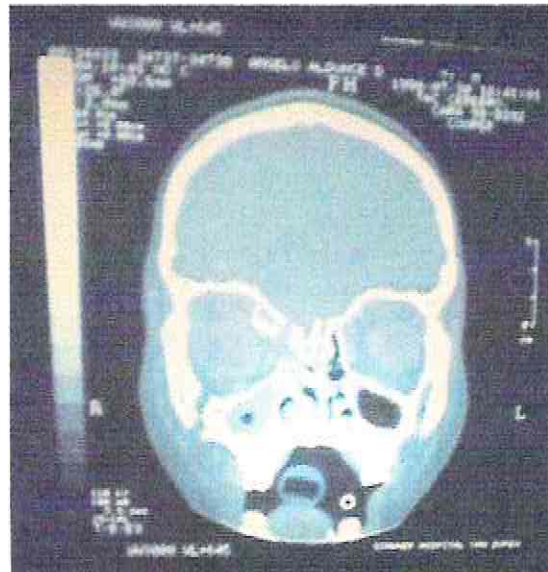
Tomografía Computarizada que evidencia múltiples fracturas
